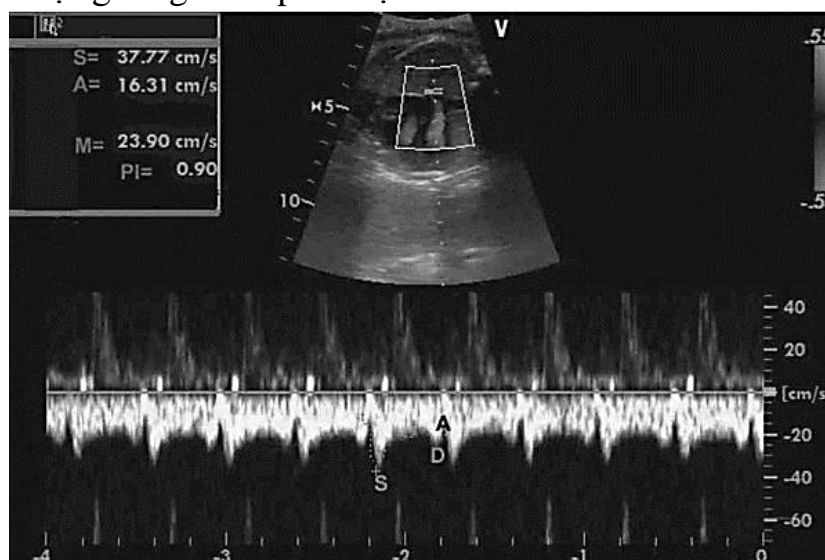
Khảo sát Doppler ống tĩnh mạch thai nhi [29]
